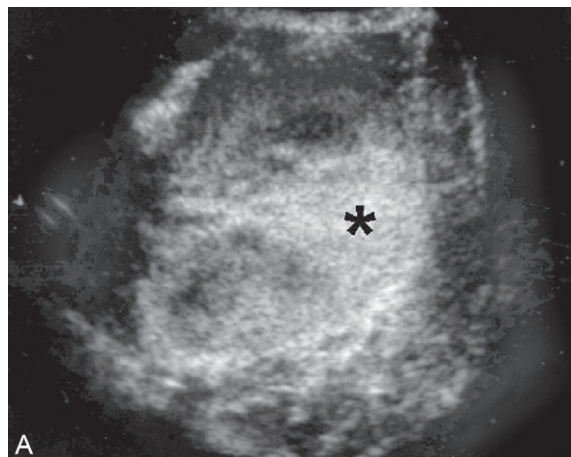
Infarctus rénal en mode B (A) et en mode Doppler couleur (B). L'infarctus apparaît comme une plaque triangulaire hyperéchogène dévascularisée.
